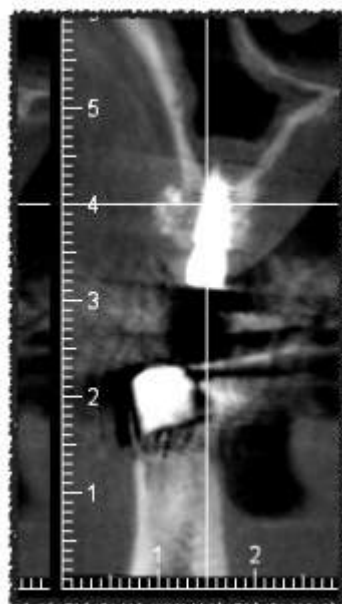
CBCT de implante corto con regeneración horizontal.
